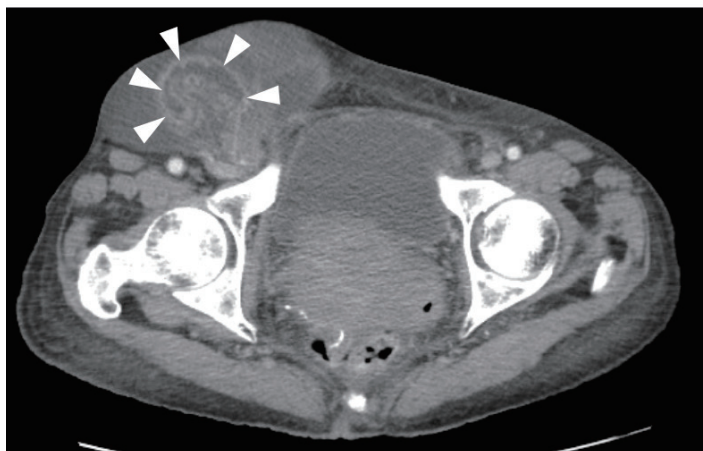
2 回目の CT では腫瘍の他に、腸管 (矢頭) の脱出を認めた.
